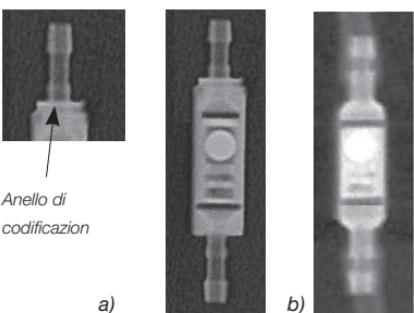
Radiografia della valvola a gravitazione
